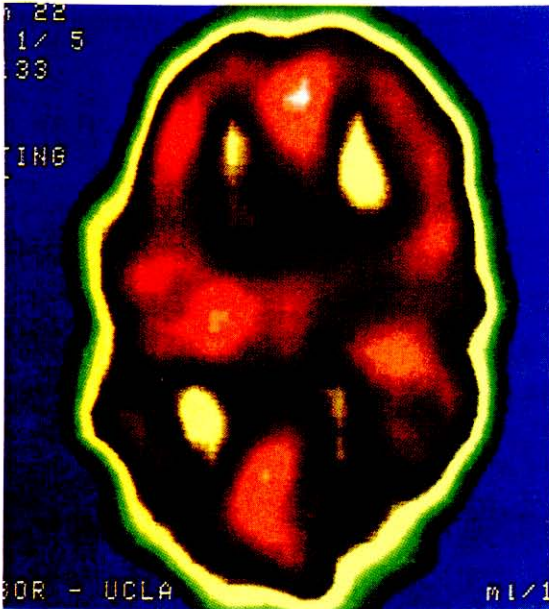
SPECT con Xenon-133 en un anciano saludable. La medición de flujo sanguíneo fue de 57 ml/100 g de tejido/min. en regiones paraventriculares y 82 ml/100g/min. en regiones frontales y occipitales.
